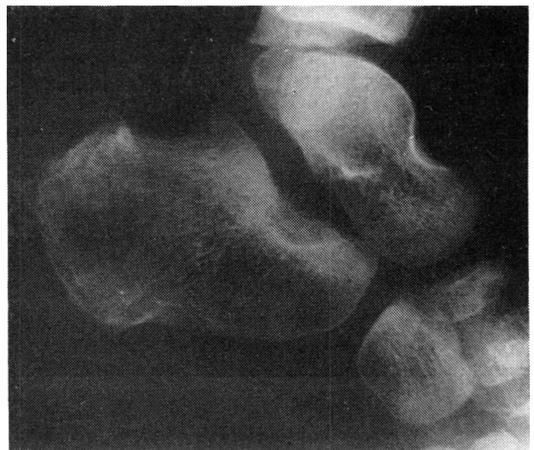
Radiografía lateral del calcáneo derecho postoperatoria donde se puede ver la resección completa de la zona displásica.
